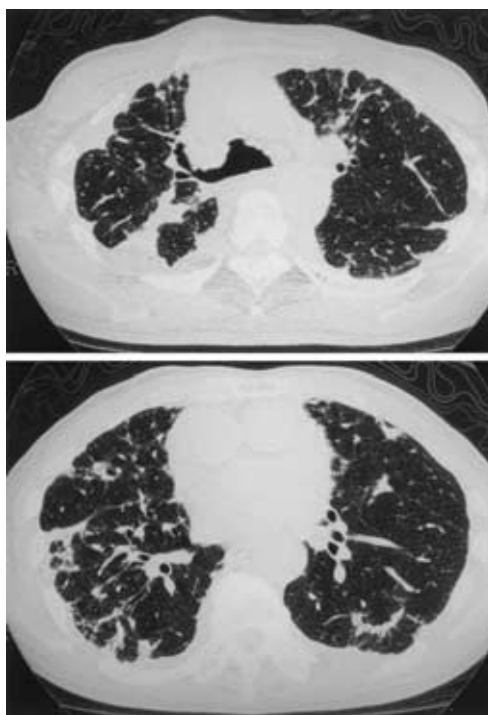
Chest CT scan on admission showing irregular peribronchial opacities, patchy consolidations situated on the pleural base, centrilobular nodules, and interlobular septal lines.
